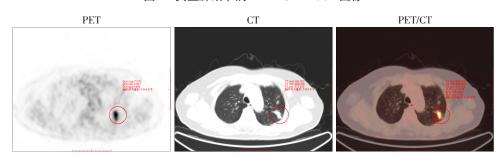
CT上表现为肺部散在多发斑点、斑块、条索影,PET/CT上可见放射性浓聚影
